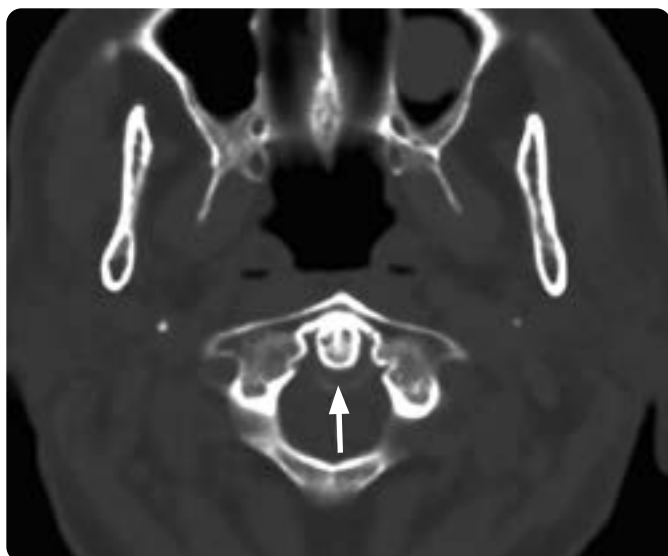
TAC de unión craneocervical: calcificación lentiforme que rodea la apófisis odontoides (flecha).
